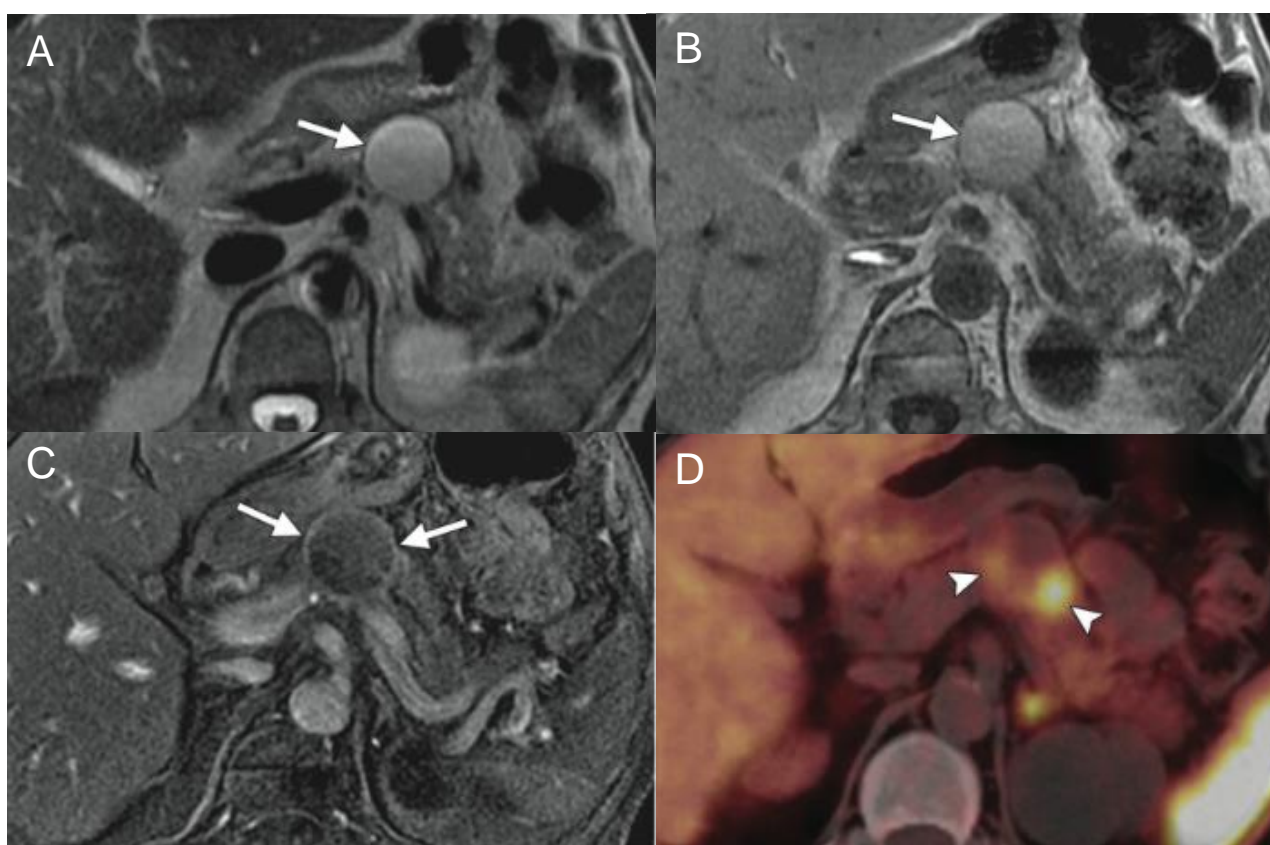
tumeur neuroendocrine non fonctionnelle kystique chez un patient NEM 1. A : IRM en séquence axiale T2 montrant une masse hyperintense avec un anneau hypointense. B : IRM en séquence axiale T1 montrant l'hypersignal T1 de la lésion en rapport avec des remaniements hémorragiques ou un contenu protéique. C : IRM en séquence axiale T1 injectée montrant la prise de contraste annulaire de la lésion. D : TEP au ^{68}Ga -DOTATOC fusionnée au scanner montrant la fixation périphérique de la lésion.
